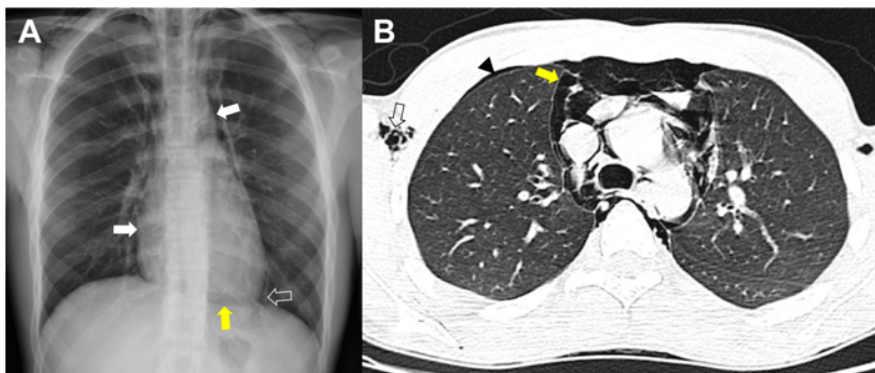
A. Radiografía de tórax con proyección PA, en donde se aprecian líneas radiolúcidas que ocasionan una mejor definición de las estructuras mediastínicas (flechas blancas), despegamiento de la pleura parietal (flecha hueca) y signo del diafragma continuo (flecha amarilla) secundarios a neumomediastino.
